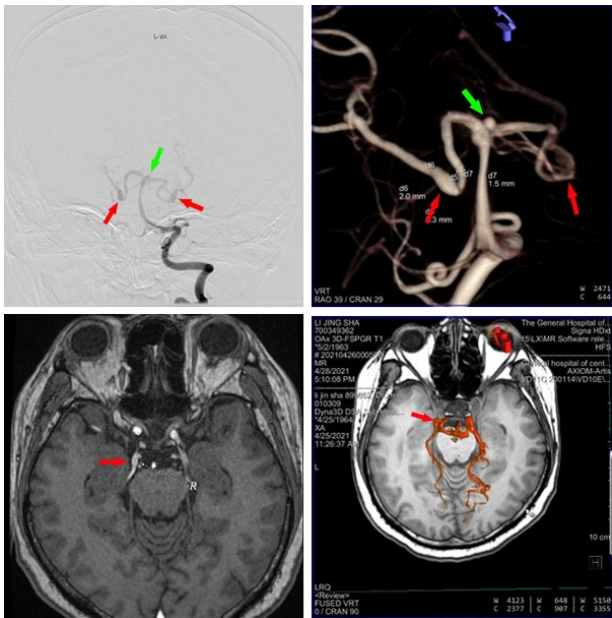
大脑后动脉夹层动脉瘤致动眼神经麻痹的影像学表现 A. 左侧椎动脉造影,红色↑示双侧大脑后动脉夹层动脉瘤,绿色红色↑示基底动脉顶端动脉瘤;B. 3D-DSA,红色↑示双侧大脑后动脉夹层动脉瘤,绿色↑示基底动脉顶端动脉瘤,其中右侧大脑后动脉夹层动脉瘤迂曲、延长、扩张;C. MRI,红色↑示右侧动眼神经,较对侧纤细,桥池段周围血管贴行并跨行,血管束缚可能;D. 3D-DSA/MRI 多模态融合影像,直观地观察到动眼神经走行与双侧大脑后动脉夹层动脉瘤的毗邻解剖关系,判断右侧动眼神经麻痹与右侧大脑后动脉 P2 段迂曲、延长、扩张的夹层动脉瘤(红色↑示)及其搏动刺激有关
